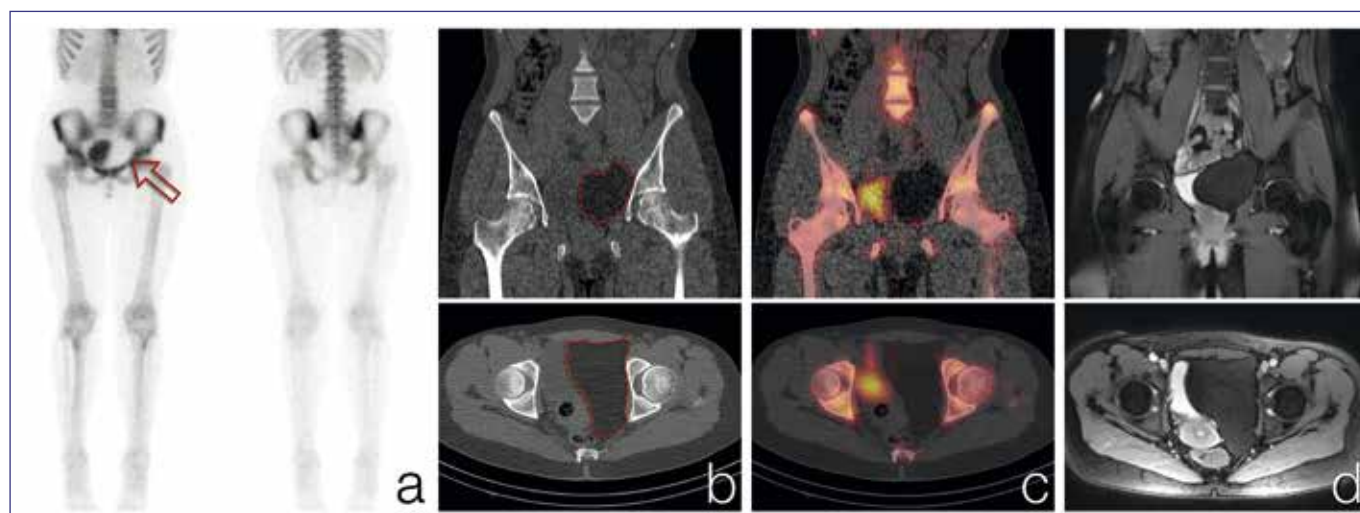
a) Planar bone scintigraphy demonstrates compression of the bladder by the "cold" lipoma (arrow); b/c) Coronal and transversal SPECT/CT (CT and fused images) showing the lipoma; d) Lipoma on coronal and transversal T2w MRI with fatsat.
